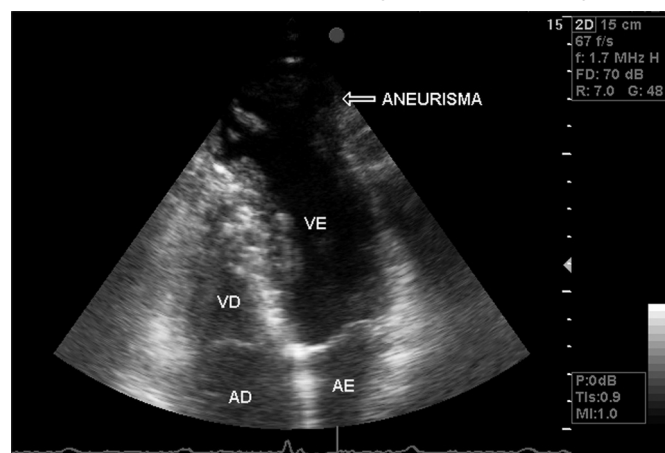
Ecocardiograma com imagem de aneurisma apical ventricular esquerdo.
